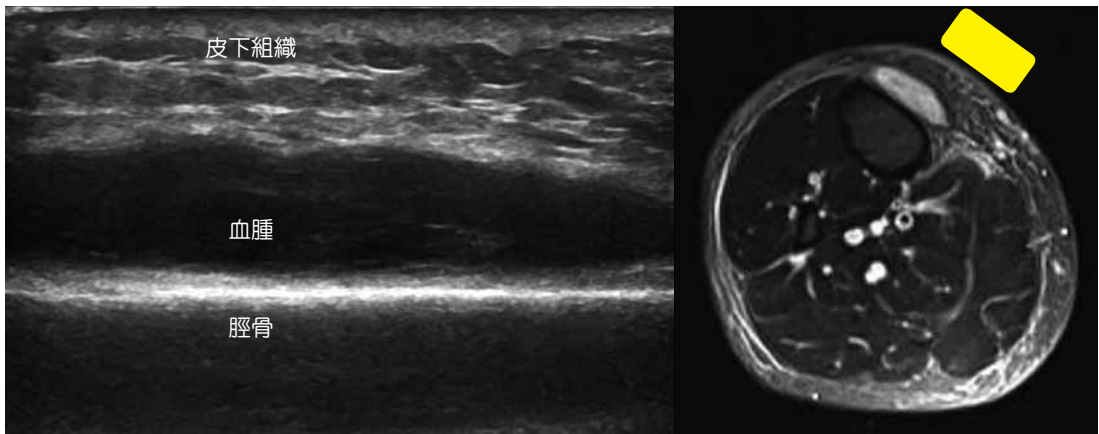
下腿「打撲」で受診し皮下血腫と診断された症例の超音波画像
